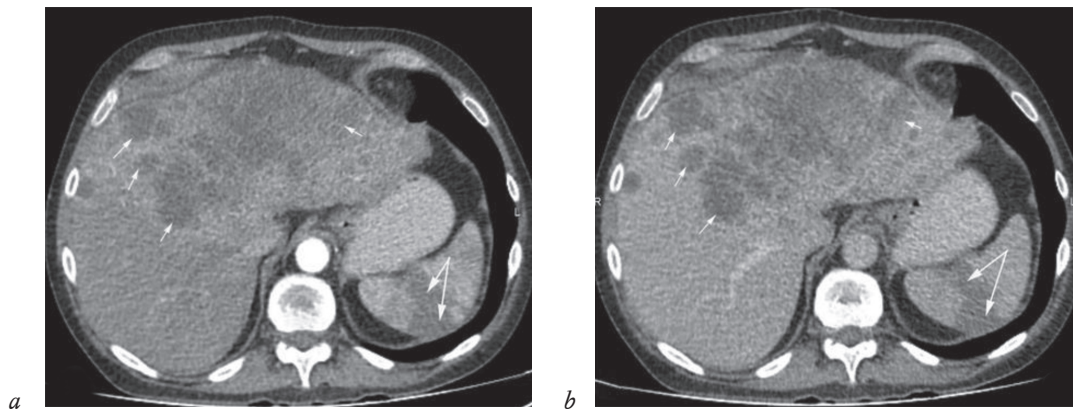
Фазы внутривенного болюсного контрастирования при КТ органов брюшной полости: *a* – артериальная; *b* – венозная. Печень увеличена в размерах, в ее паренхиме множественные гиподенсные (кистозно-солидного характера) образования диаметром 10–75 мм с тенденцией к слиянию, причем в венозную фазу отмечается более выраженная акцентуализация рисунка солидного компонента (стрелки). В паренхиме селезенки стойкая зона снижения перфузии как в артериальную, так и в венозную фазы (сдвоенные стрелки)
